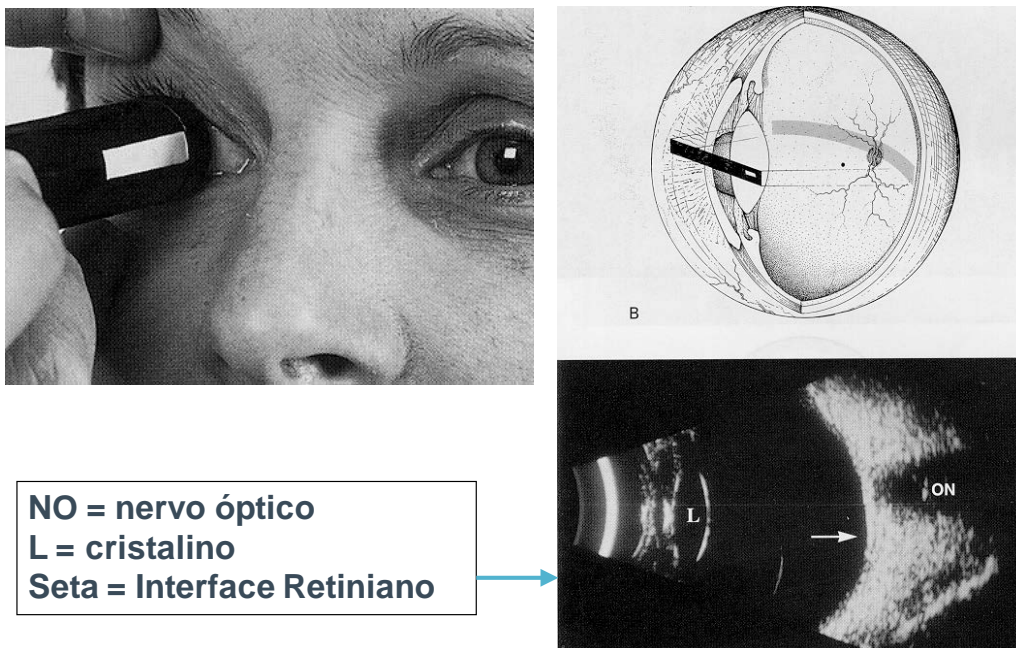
Uma sonda de ultrassom sobre a córnea e a ecografia de A-scan resultante
